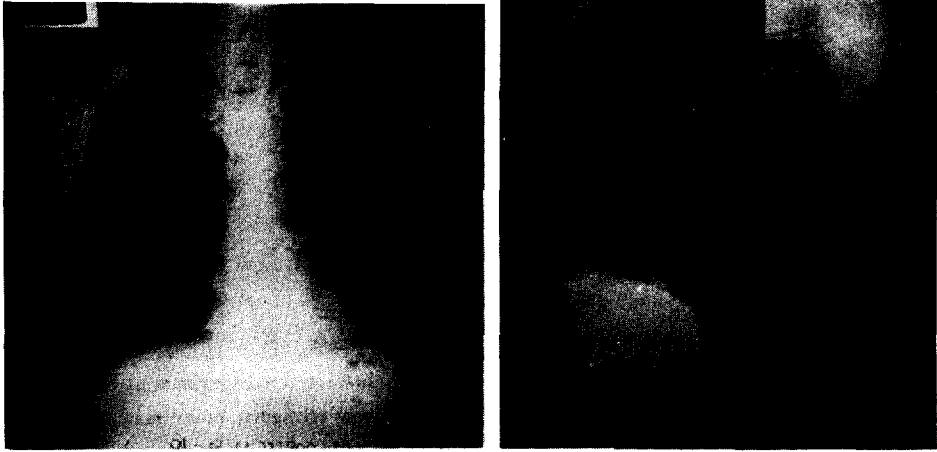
In post-operative 20 months later, postero-anterior and left lateral chest radiograph demonstrates disappearing ill defined mass density and resected left 8, 9, & 10th ribs.
